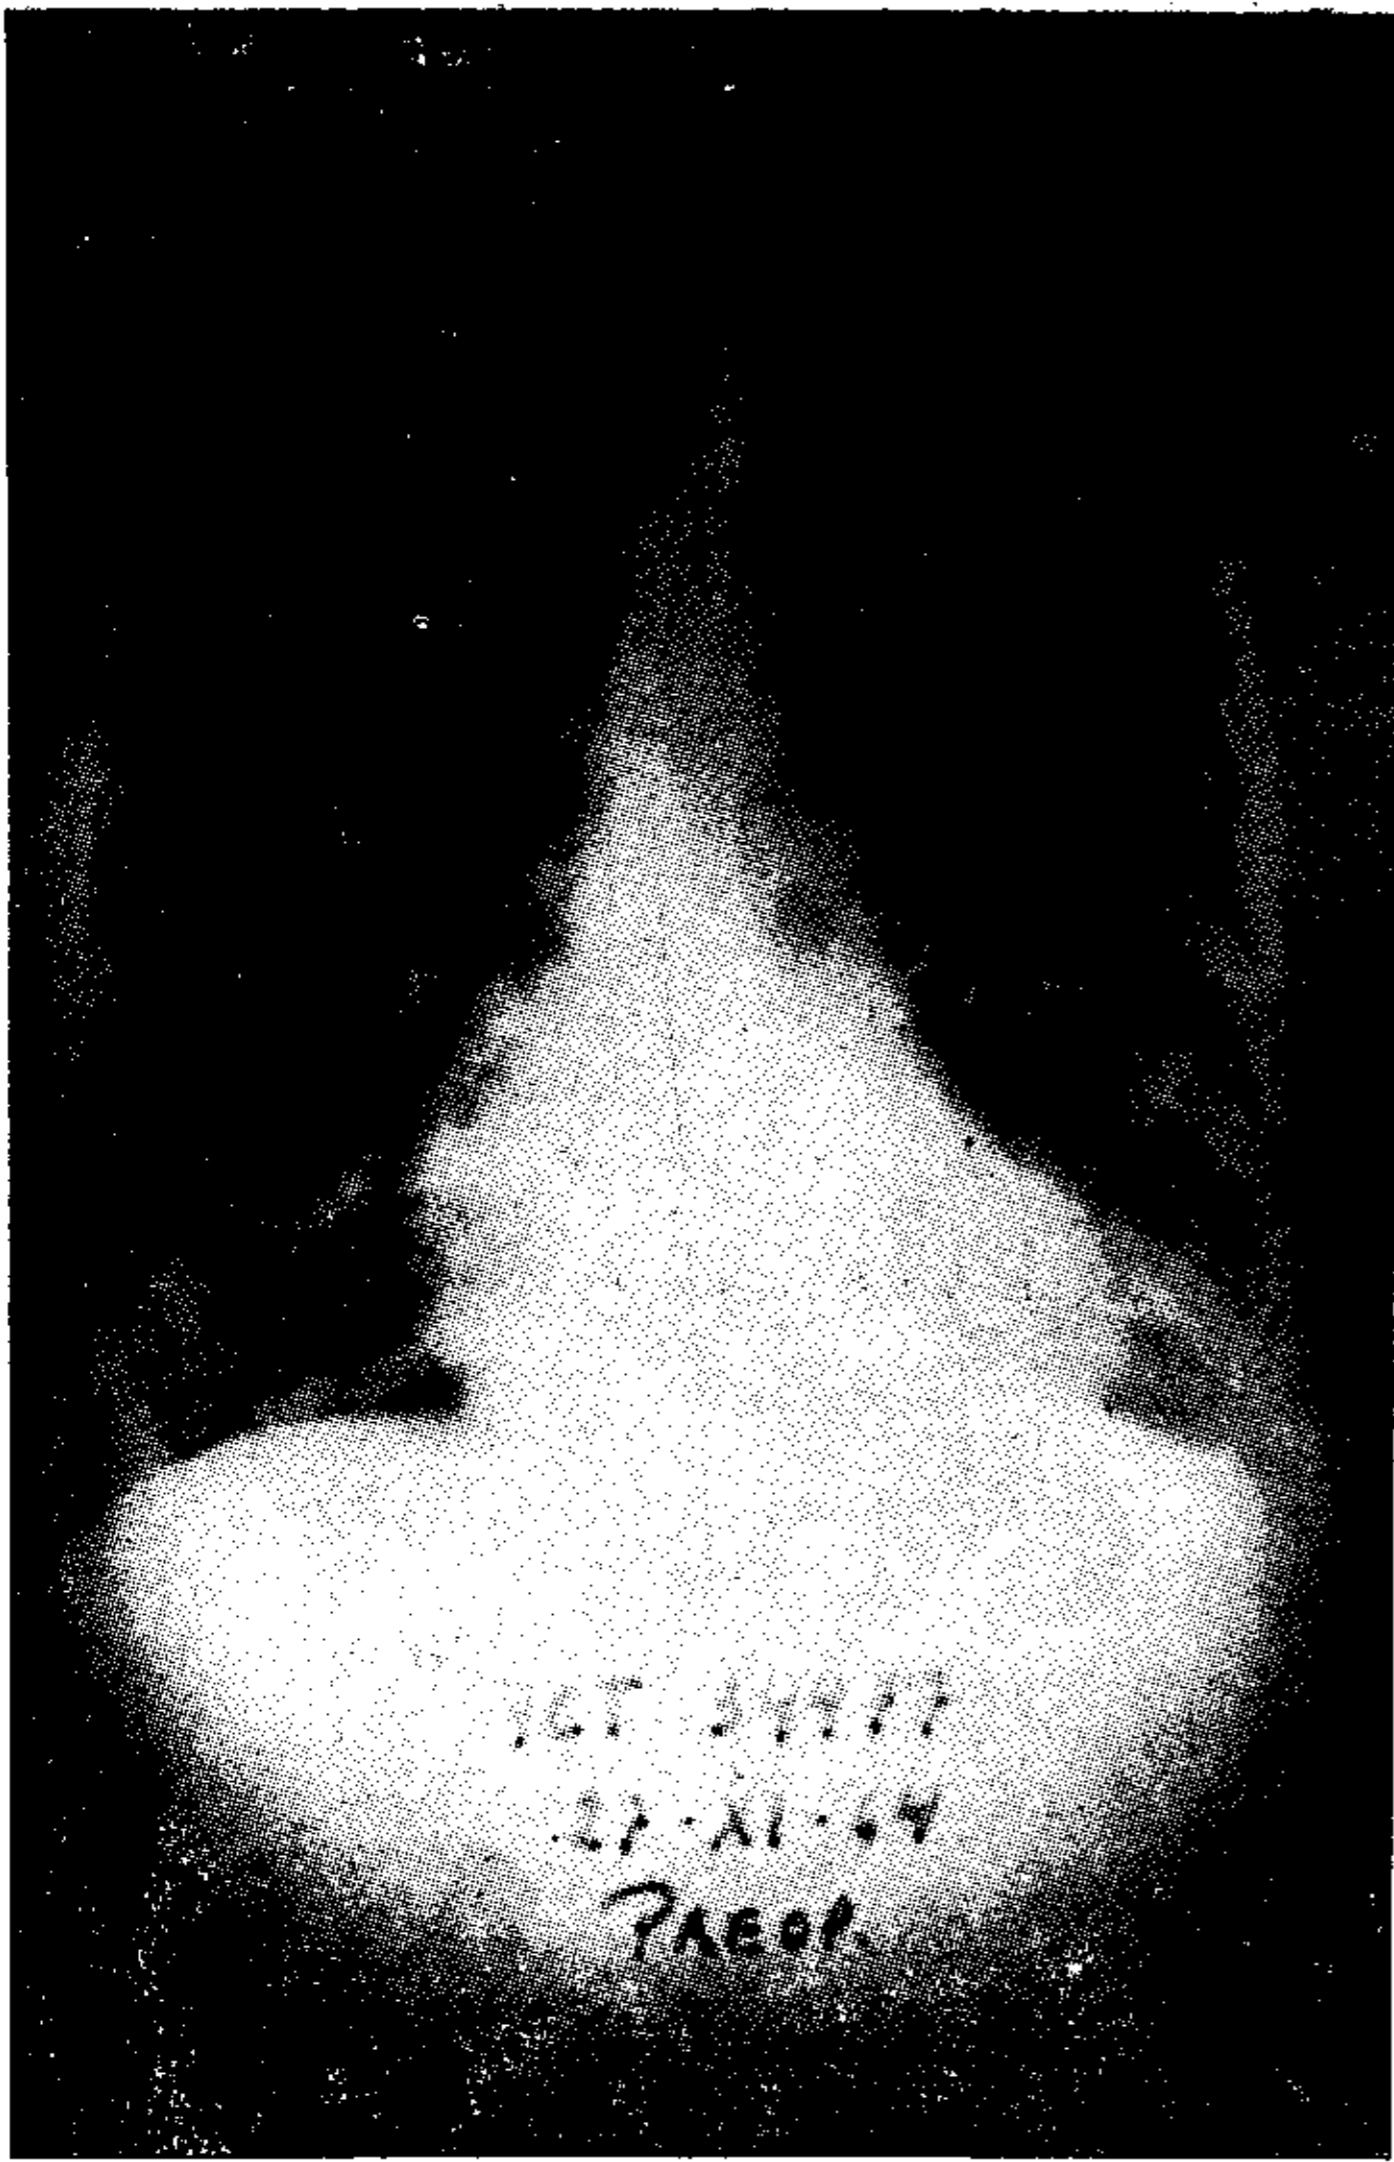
Radiografía de tórax al ingreso que muestra agrandamiento cardíaco con circulación pulmonar aumentada.
